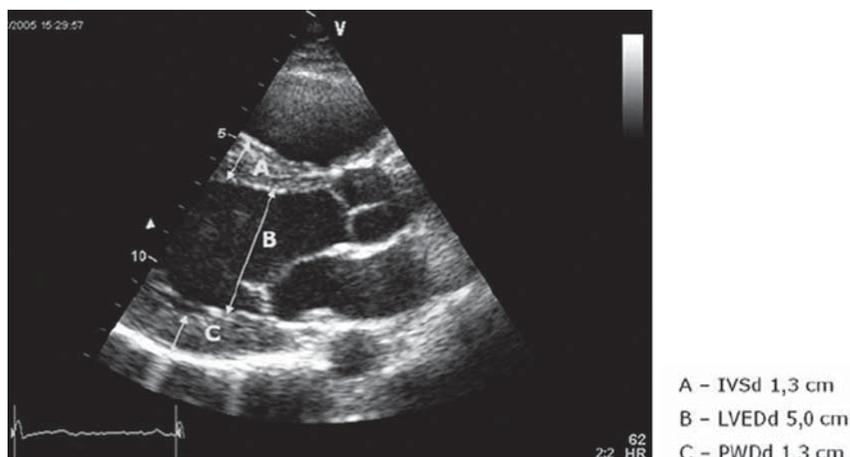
Эхокардиографическая проекция по длинной оси (у того же спортсмена), показывающая нормальный размер полости ЛЖ с умеренной гипертрофией межжелудочковой перегородки и задней свободной стенки
